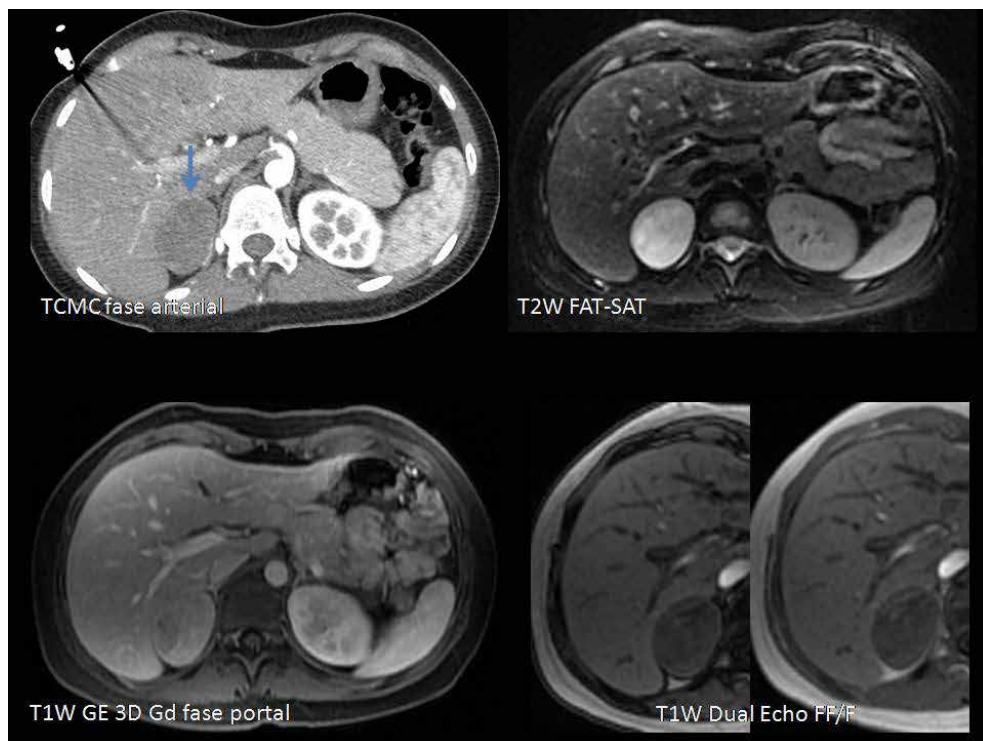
Imágenes axiales de angio-TC (protocolo dirigido al estudio de disección aórtica) y RM. En la TC en fase arterial se observa una masa suprarrenal (flecha) bien definida con realce leve de predominio periférico. Las imágenes axiales de RM muestran que la masa es hiperintensa en secuencias potenciadas en T2 con saturación grasa, tiene un realce completo heterogéneo en la fase portal del T1 y no hay caída de la señal en el eco gradiente en fuera de fase o fase opuesta (FF) respecto a la imagen en fase (F).
